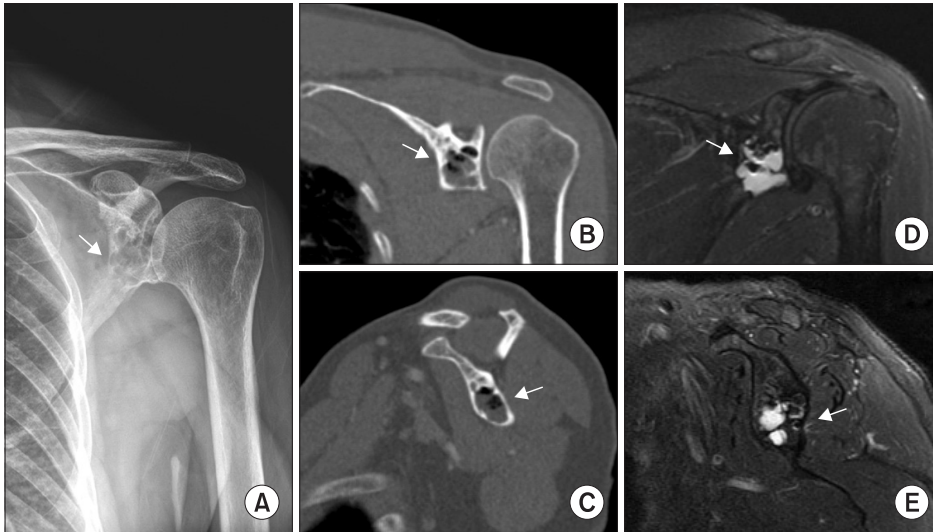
(A) Plain radiography of the left shoulder demonstrates a radiolucent, and multilobulated lesion in the inferior portion of the glenoid. (B, C) Computed tomography of the left shoulder demonstrates a multilobulated cystic lesion in the nearly entire portion of the glenoid with air-fluid level. (D, E) Magnetic resonance imaging of the left shoulder demonstrated a high signal intensity on T2-weighted images, encompassing approximately 70% of the overall area of the glenoid.
